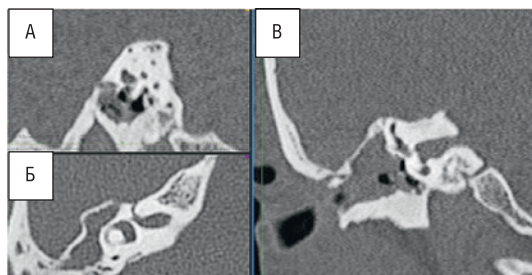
КТ пациента с супралабиринтной формой холестеатомы
